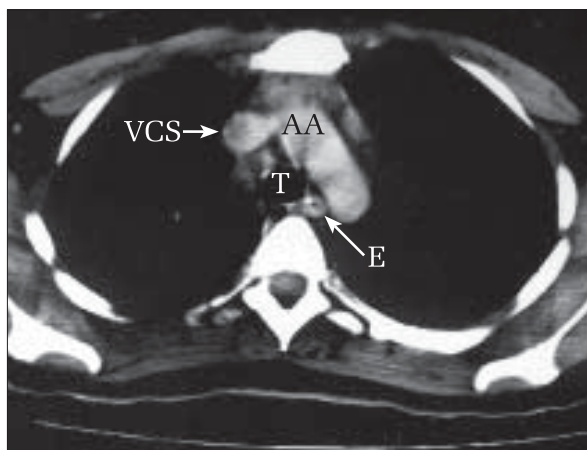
Secțiune axială CT la nivelul arcului aortic. Se evidențiază: arcul aortic (AA), vena cavă superioară (VCS), traheea (T), esofagul (E).
